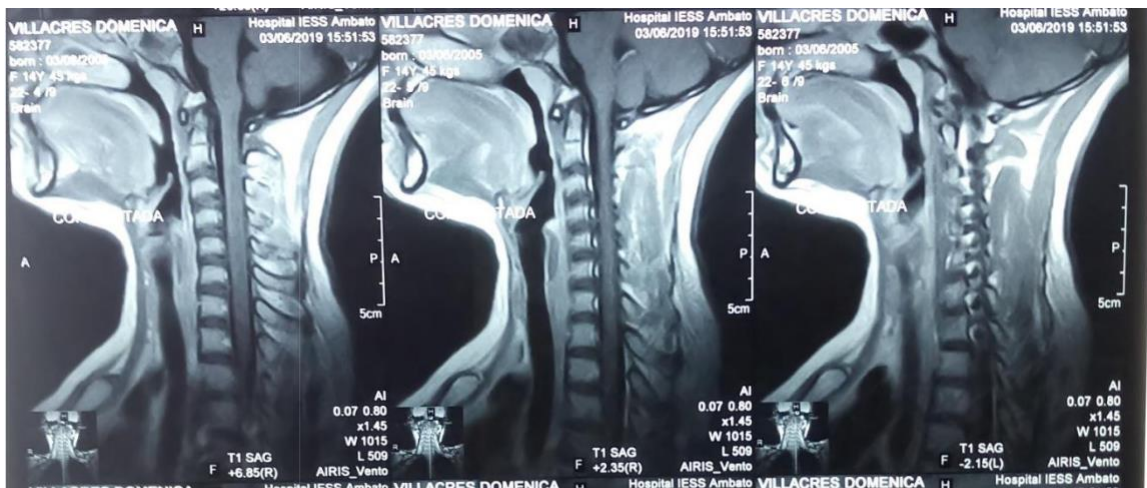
Resonancia magnética nuclear: Hiperintensidad en corte sagital desde C4-C6.
